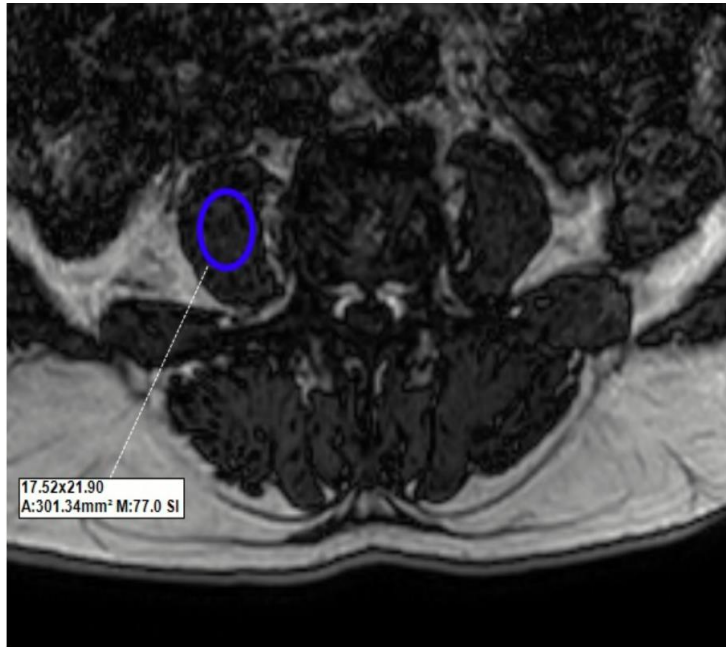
MRG’de L3 seviyesi psoas kas alanı
